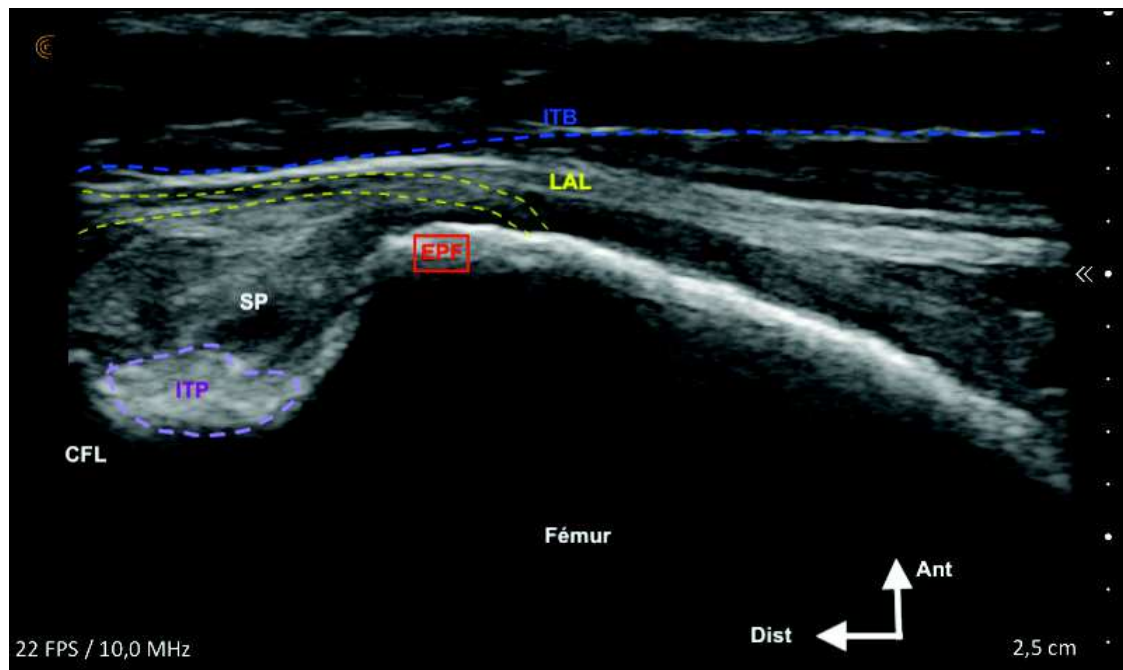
Repérage échographique de l'épicondyle latéral fémoral (EPF).
